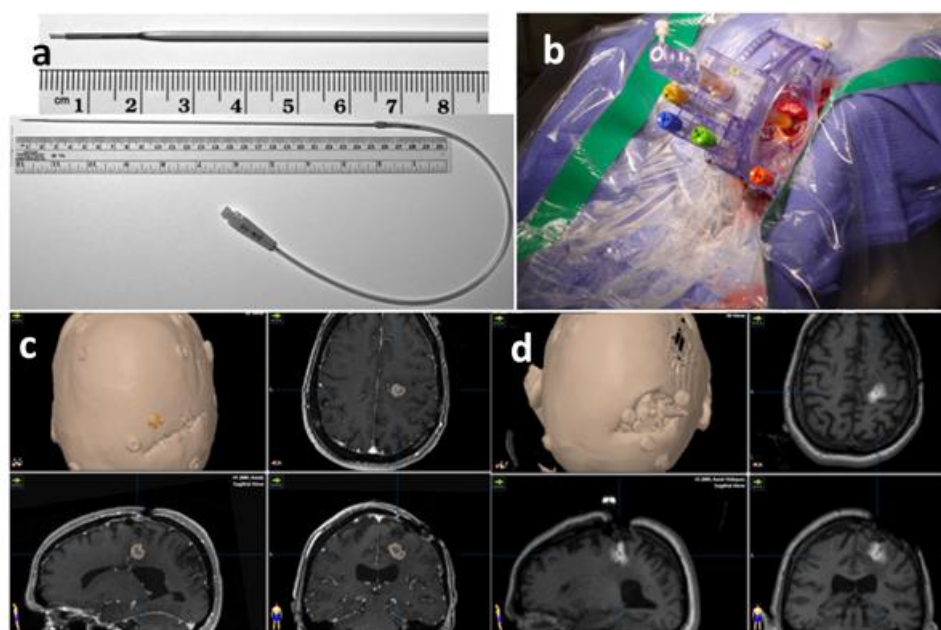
IRM en temps réel pendant la délivrance de traitement en CED. a) Canule compatible avec l'IRM pour la délivrance de médicaments en CED sans reflux. b) Système de guidage stéréotaxique. c) Imagerie anatomique d'IRM (T_{1w}) avant la délivrance du traitement montrant la lésion cible (gliome). d) IRM (T_{1w} -Gd-DOTA) peropératoire lors de la perfusion du médicament, dans lequel a été ajouté du gadolinium en tant que traceur (Vogelbaum and Aghi 2015).
